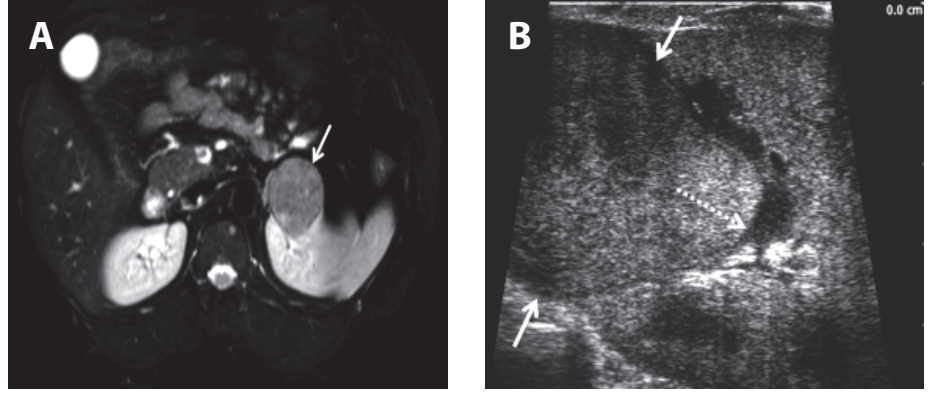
A. MR incelemesinde intrakortikal yerleşimli tümör görülüyor (*ok*). B. Tümörün bulunması İOUS ile sağlanıyor (*oklar*), çapı, çevre doku ilişkileri ve içeriği görülüyor. Sinüse dayandığı nokta kesikli ok ile işaretli. C. Renkli Doppler incelemesinde tümörün damarlanması, bulunduğu segmentin ve çevre segmentlerin arteriyel ve venöz yapıları izleniyor.
